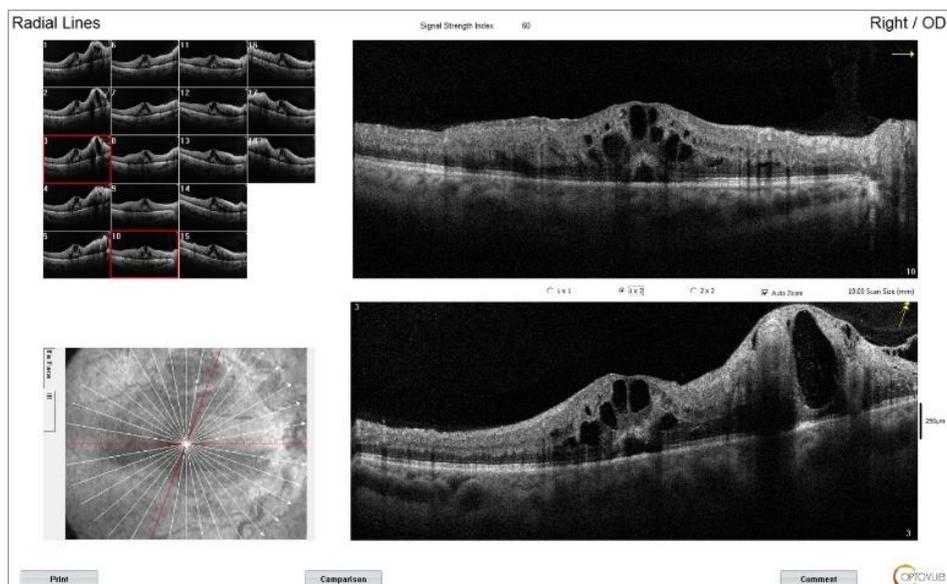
Данные оптической когерентной томографии, выполненной через макулу, до лечения: отмечается утолщение интравитреальной области; кистозные изменения захватывают несколько ее слоев в самой макуле и в зоне патологически измененных сосудов
